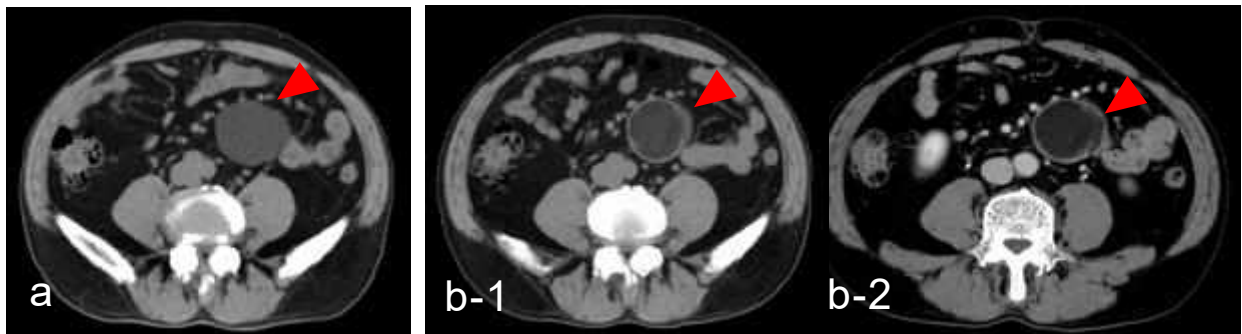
腹部CT (a:初診時，b:再診時，b-1:単純，b-2:造影)：再診時CTで嚢胞壁の肥厚・隔壁様構造を認める。
